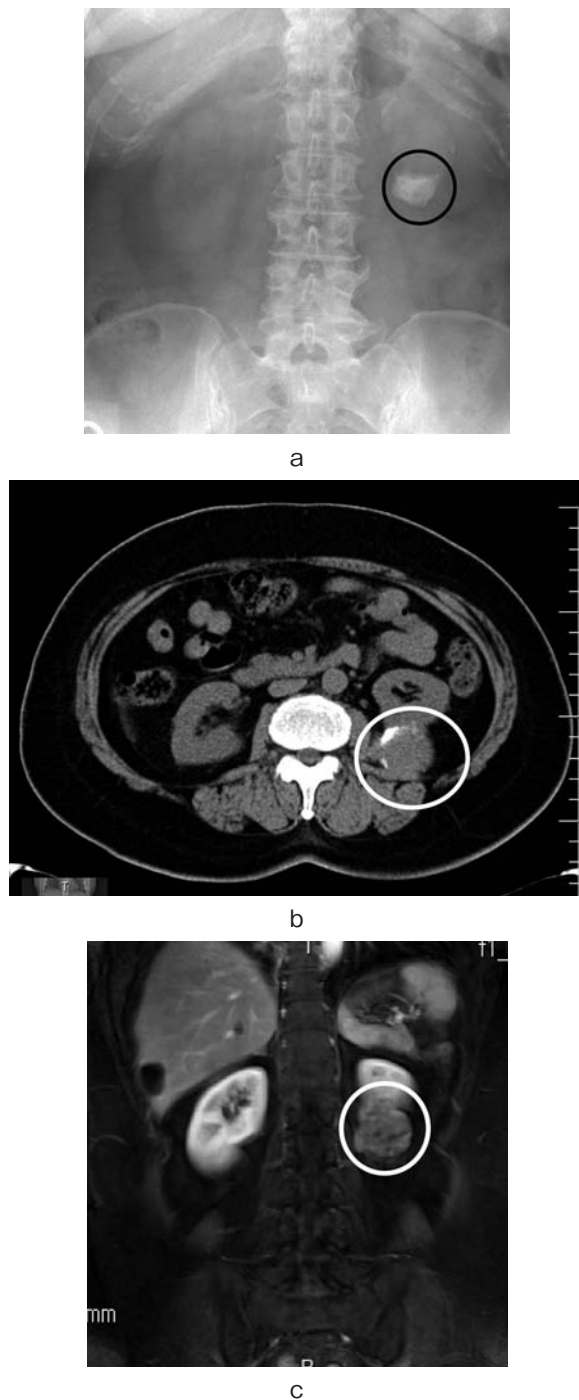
a: X-ray revealed a solid tumor with calcification adjacent to the left kidney. b: Abdominal CT scan revealed a mass with calcification in contact with the posterior part of the left kidney. c: MRI scans (T2 weighted image) demonstrated an enhanced tumor.
